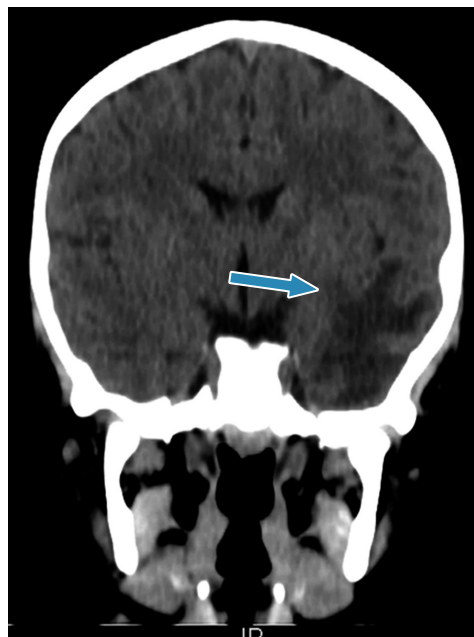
Tomografía cerebral. Resolución del absceso cerebral (flecha azul) con líquido cefalorraquídeo ocupando el espacio de la lesión previa.
